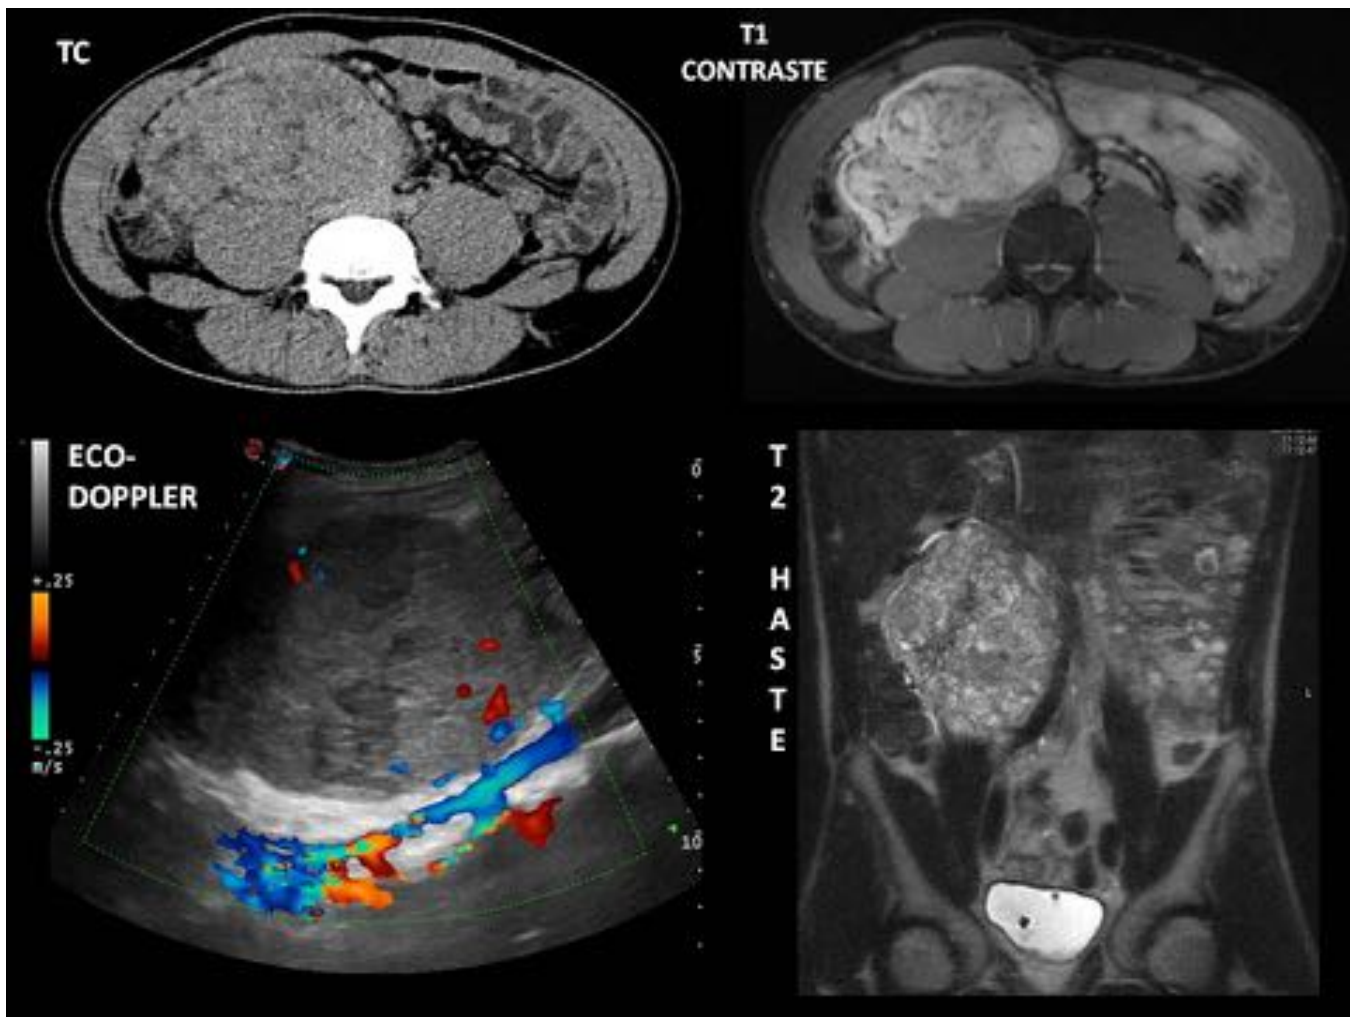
Paciente de 26 años con voluminosa masa sólida y heterogénea en hipocondrio derecho que se visualizaba claramente tanto en la ecografía, donde se observaba una hipervascularización, como en TC. En la RM se observaba una lesión isointensa al músculo en T1 y heterogénea en T2 con realce y múltiples zonas quísticas. Nótese como la lesión desplaza la vena cava inferior y la vena ilíaca derecha (plano coronal). Tras su extirpación se confirmó el diagnóstico de tumor fibroso solitario.
